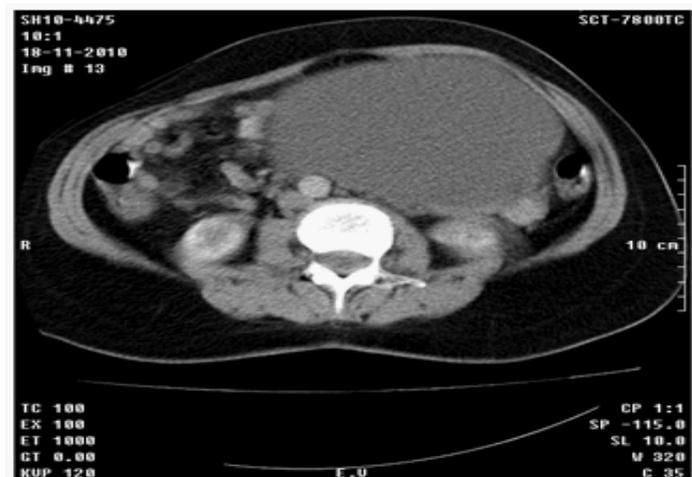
Tomografía contrastada de hipogastrio. En el ovario izquierdo hay una gran imagen tumoral quística de 170 x 160 mm que crece hacia arriba extendiéndose hasta el mesogastrio y abombando la pared anterior, que desplaza los órganos de la cavidad abdominal incluyendo las estructuras vasculares hacia el lado contralateral y que no varía su densidad con la administración de contraste.
